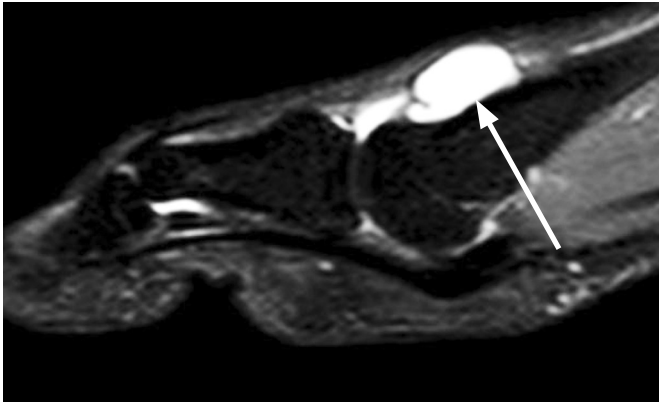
На МР-томограмі у корональній площині у режимі з жиропригніченням Pd Fs у 2 міжплесновому проміжку візуалізується локальне скупчення рідини з чіткими рівними контурами. 3 анамнезу: Ч. 25 р., скарги на біль та припухлість у передньому відділі стопи
